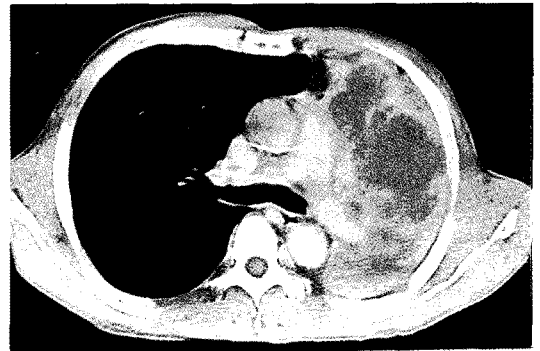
Chest CT scan shows a mass of the left main bronchus with atelectasis of LUL.
